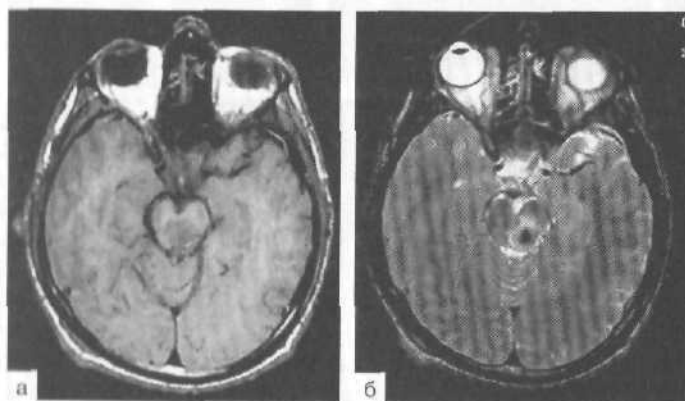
Ушиб ствола мозга. МРТ; аксиальные томограммы в режиме T_1 (а), T_2 (б). На фоне небольшого увеличения объема среднего мозга и левой ножке мозга — зона изменения сигналов, отражающих деструкцию вещества с элементами геморрагического пропитывания.
